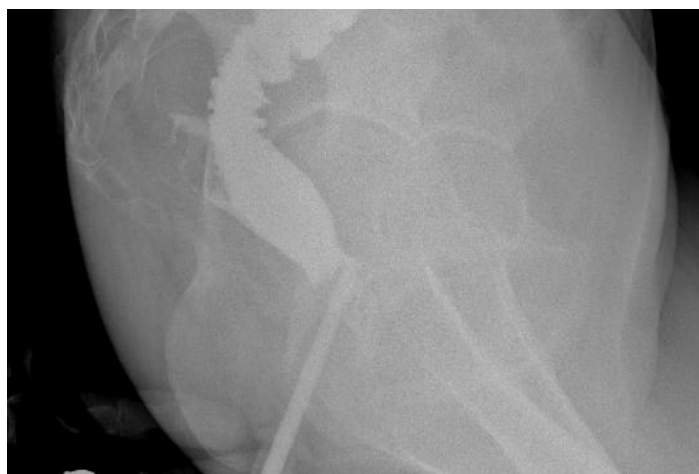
Рентгенологическая картина зажившего ректовагинального свища. (07.10.2014 г.)
